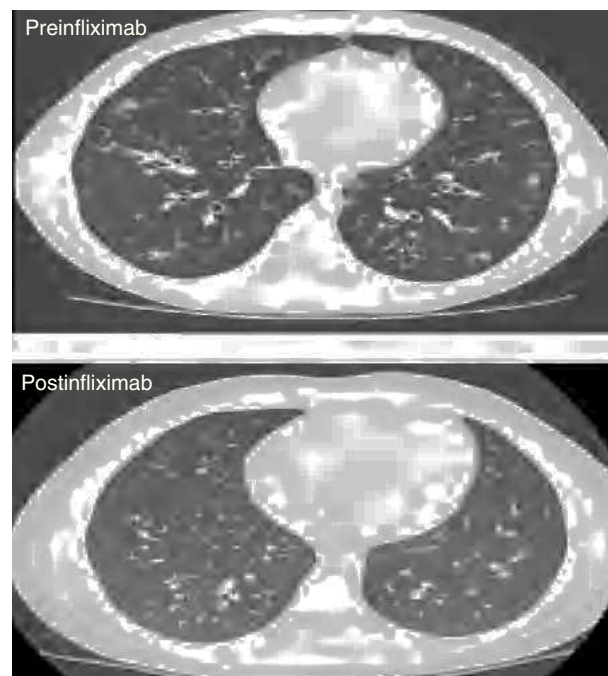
Tomografía computarizada pulmonar de gran resolución espiratoria del tórax. Imagen previa a infliximab tomada 5 meses después del trasplante de médula ósea que muestra hiperinsuflación, ligera perfusión en mosaico, pequeños nódulos pulmonares y bronquiectasia central. La imagen tras infliximab, tomada 1 mes después del inicio del tratamiento con infliximab, demuestra la resolución de estas anomalías.
